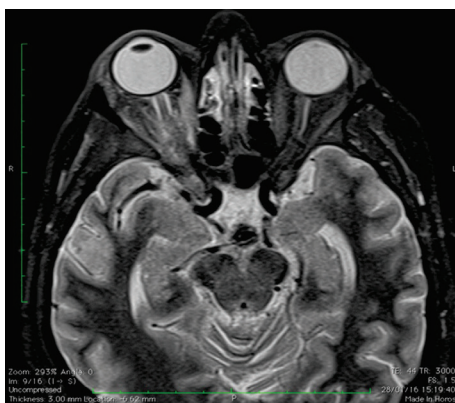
Corte axial de RM em sequência T2 alargamento e hipersinal em seio cavernoso e órbita a direita.
